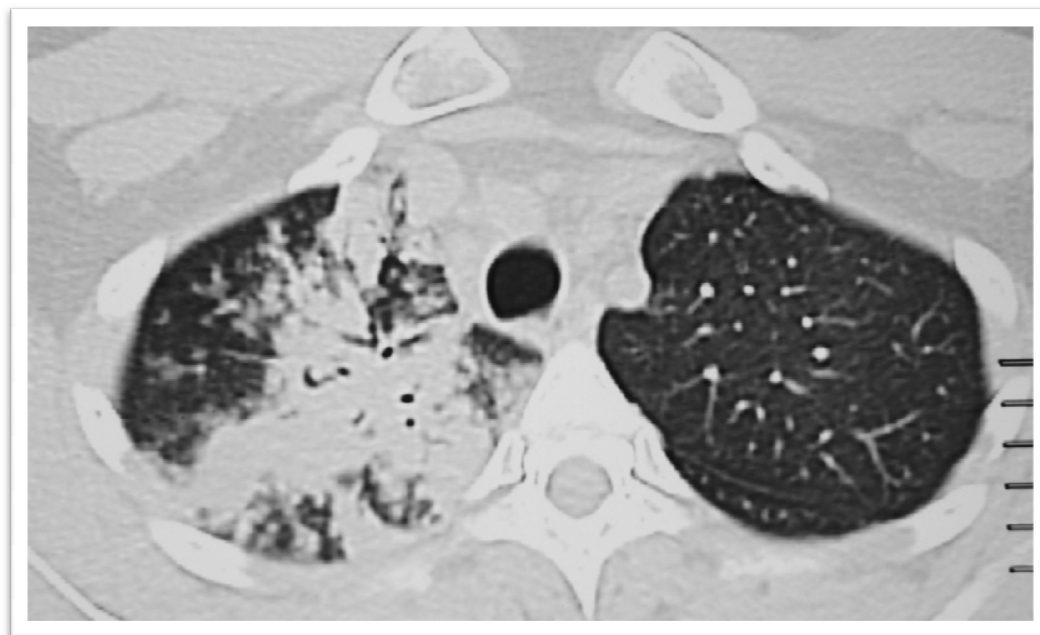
Figura N 1: TC axial en paciente con TBC sensible a tratamiento muestra compromiso unilateral, visto como consolidación del lóbulo superior derecho.
